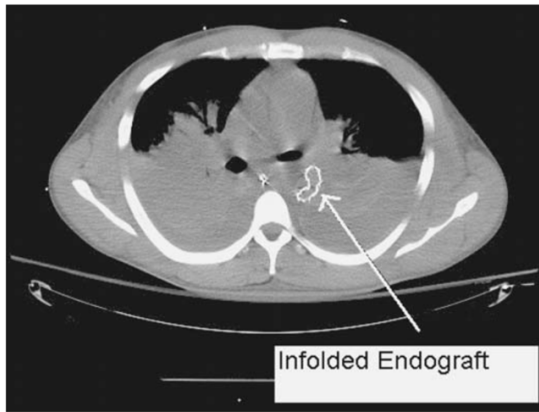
CT αγγειογραφία, η οποία αναδεικνύει θρόμβωση του ενδομοσχεύματος ένα χρόνο μετά την τοποθέτησή του σε ασθενή, ύστερα από αμβλεία θωρακική αορτική κάκωση με επακόλουθο παραπληγία, D. Demetriades, American College of Surgeons, 2012*
